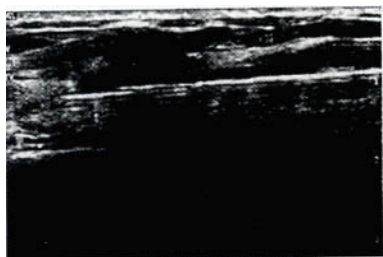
乳腺肿块在 Mammotome 微创旋切系统凹槽中超声图像
